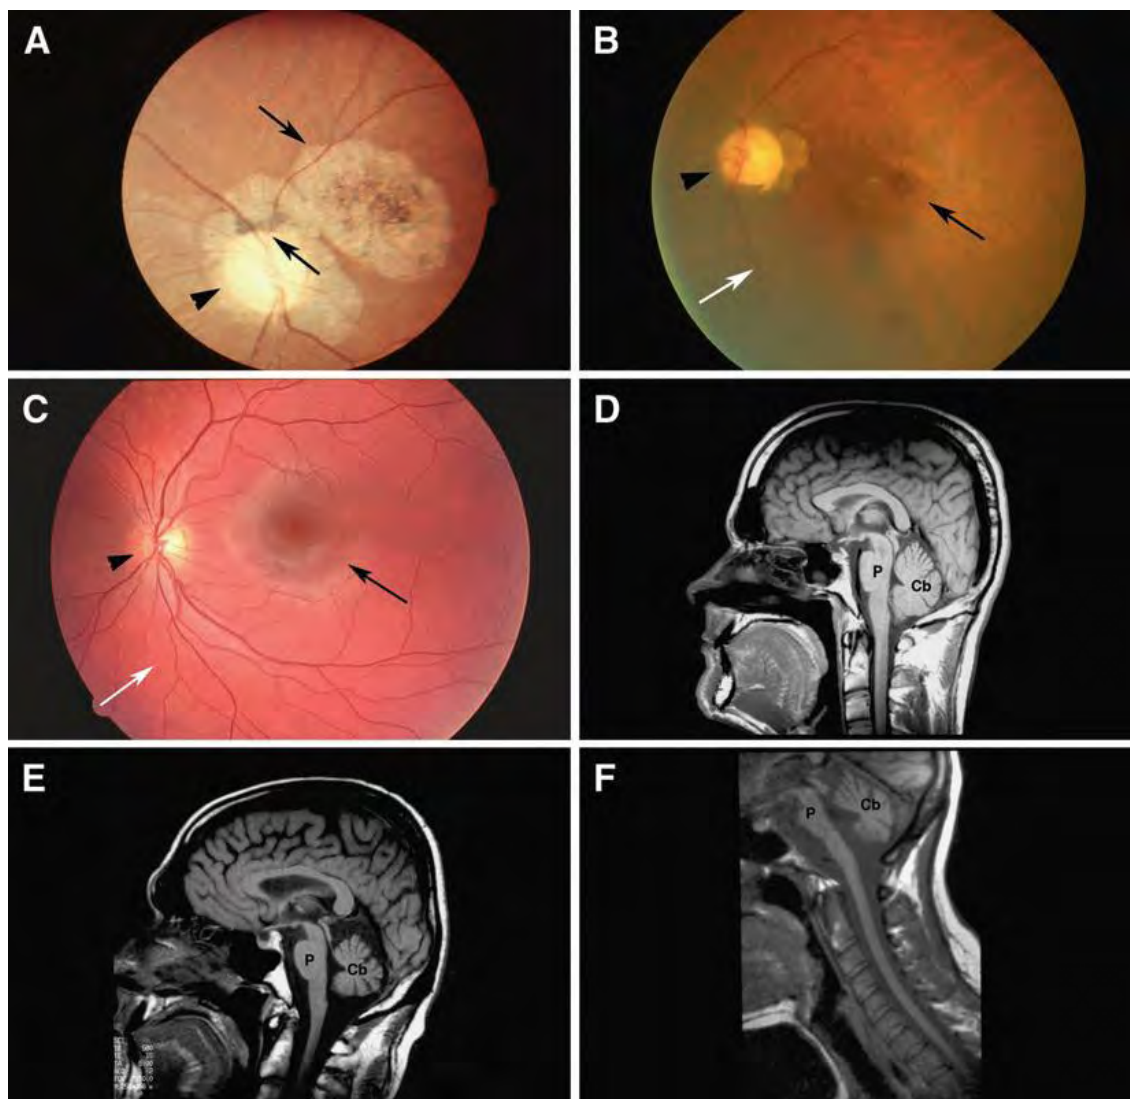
Resonancia magnética y fundoscopia en pacientes con SCA7 y controles.
